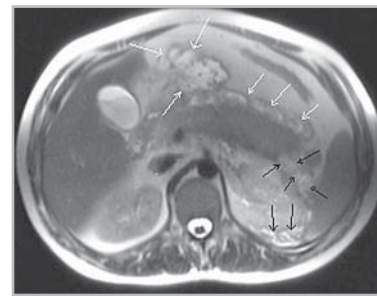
Магнитно-резонансная томограмма, аксиальное Т2-ВИ. Большие жидкостные скопления в перипанкреатической клетчатке и клетчатке мезоколон (белые стрелки). Скопление жидкости вокруг хвоста ПЖ с переходом на левую заднюю парапанкреальную клетчатку (черные стрелки)
